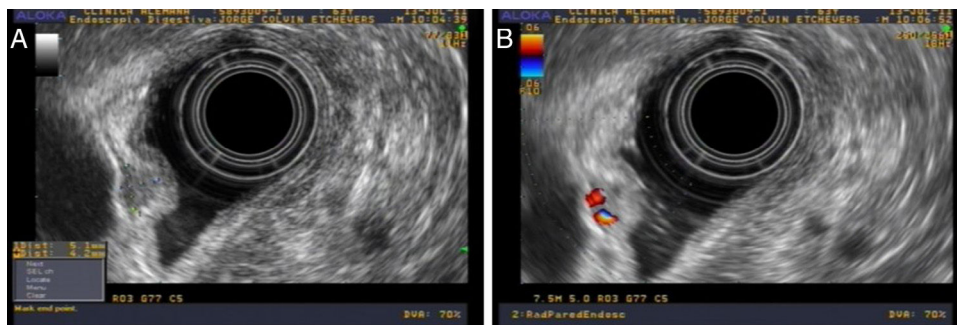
A) EUS: lesión subepitelial de 10 mm en bulbo duodenal. B) Engrosamiento de pared y Doppler aumentado.
